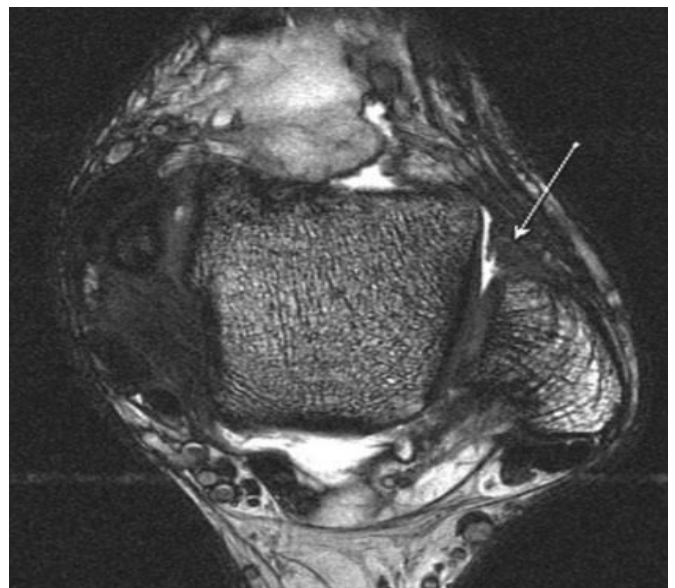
На МР-томограмі в аксіальній проекції у режимі T1 FSE передня таранно-малогомiлкова зв'язка візуалізується з неоднорідним МР-сигналом, контури зв'язки нерівні, навколишня жирова клітковина з ознаками фіброзних змін.
